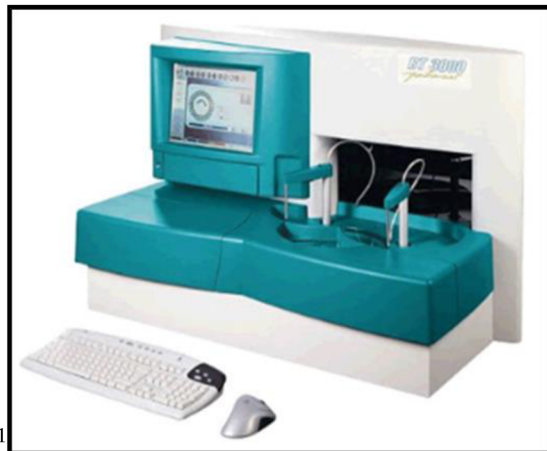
BT 3000 Plus, Wiener Lab.
